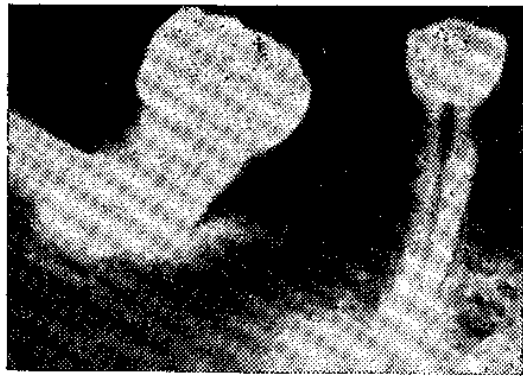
Мезиальный наклон моляра с образованием костного кармана (рентгенограмма).
